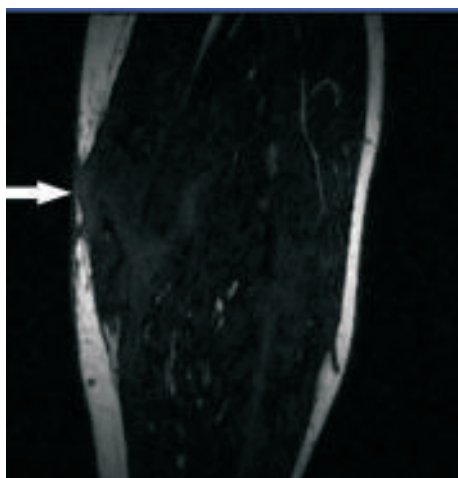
immagine RM sagittale T2-pesata che evidenzia una piccola ernia muscolare (freccia).
